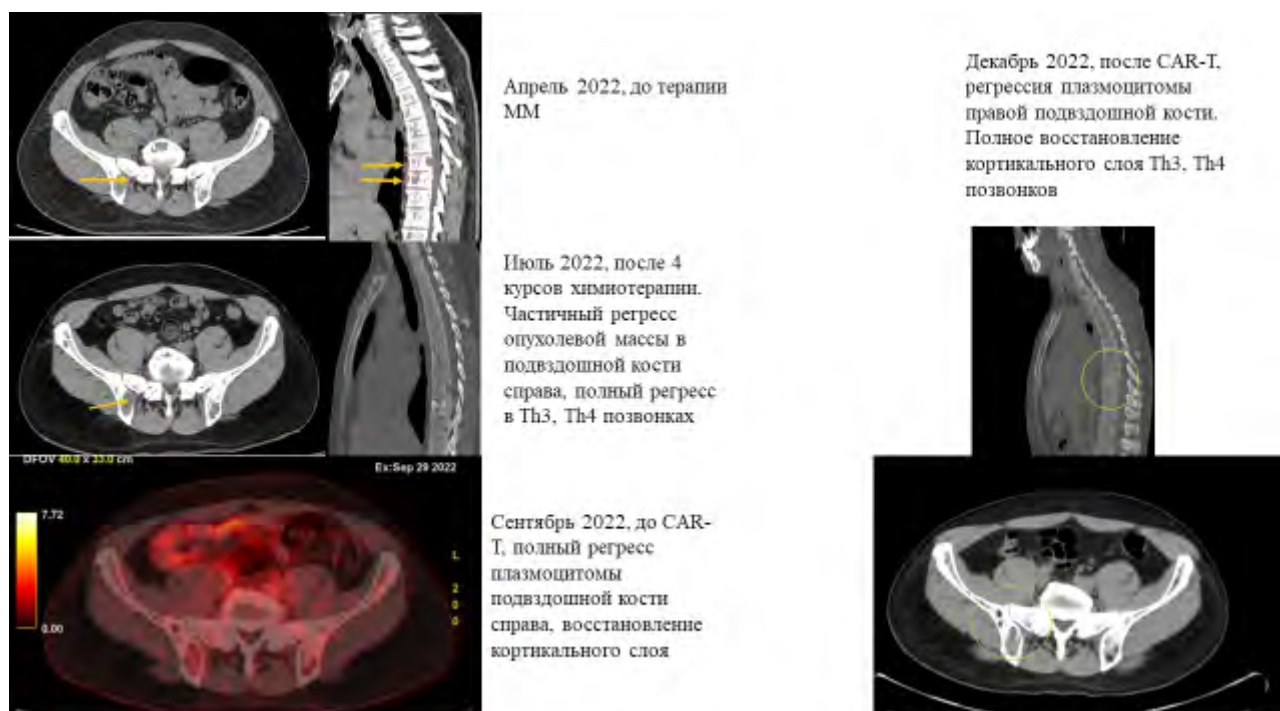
Фотографии результатов компьютерной томографии первого пациента.
